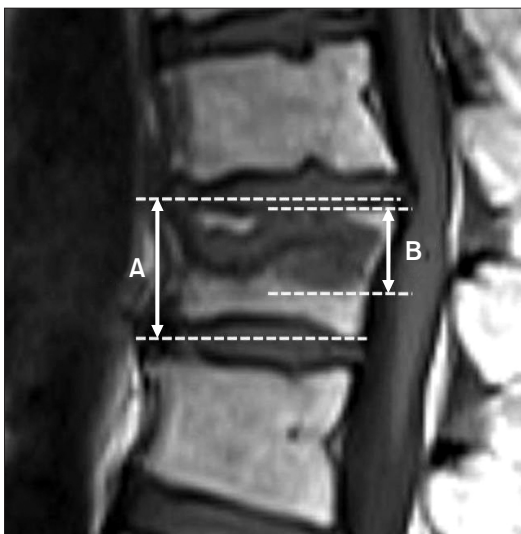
Measurement methods for cavity on T1 weighted magnetic resonance imaging. Cavity=B/A×100 (%).
